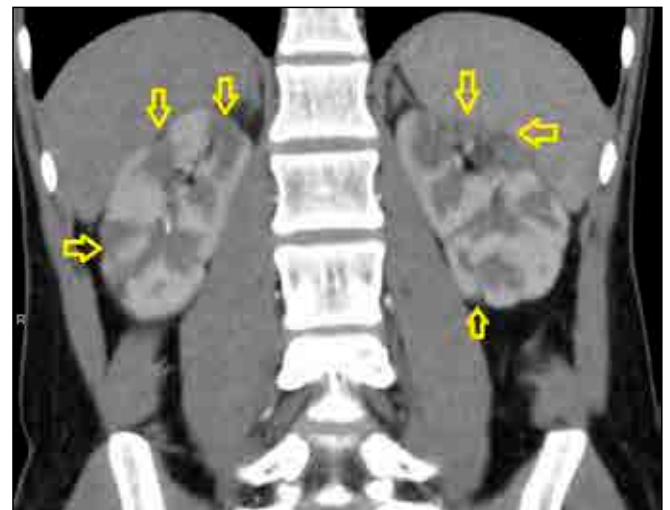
Bilateral renal cortical defects and infarcts at CT (yellow arrows)
